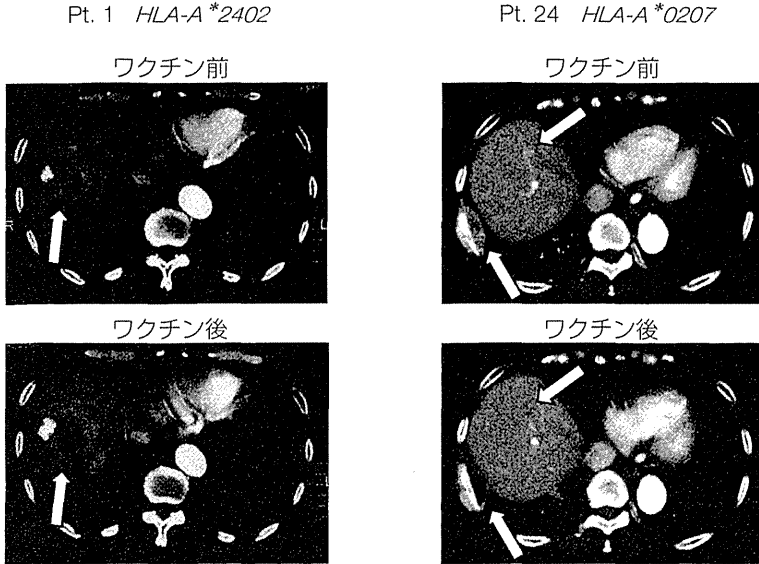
GPC3 ペプチドワクチン治療前後の造影 CT
